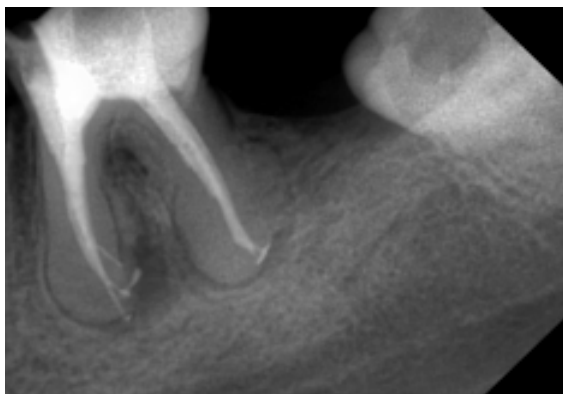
Контрольная рентгенограмма после пломбирования зуба 36
